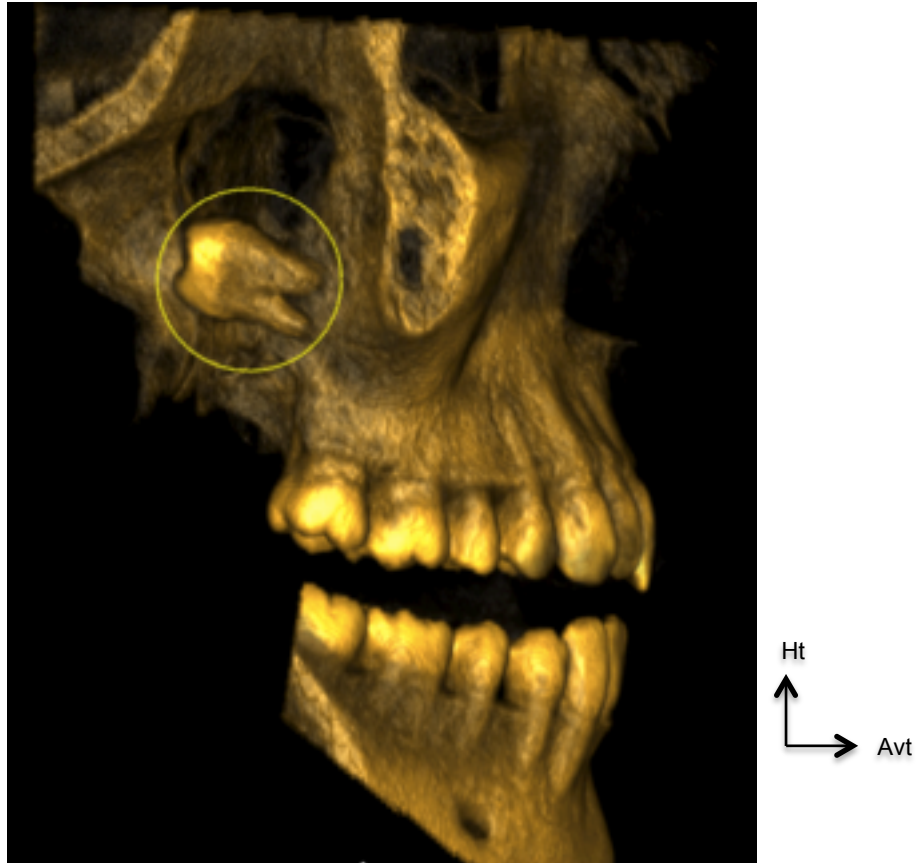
CBCT présentant la dent projetée dans la FIT avec la couronne orientée vers le haut et vers l'arrière (Lutz et al. 2019). (Source : LUTZ et Al, 2019)
